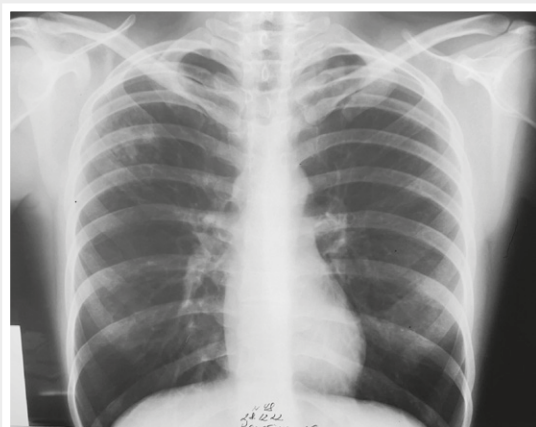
X-ray TCO + tomography scan of the right lung lobe at hospitalization in the department of the PNE “ZRCDCPP” ZRC.
